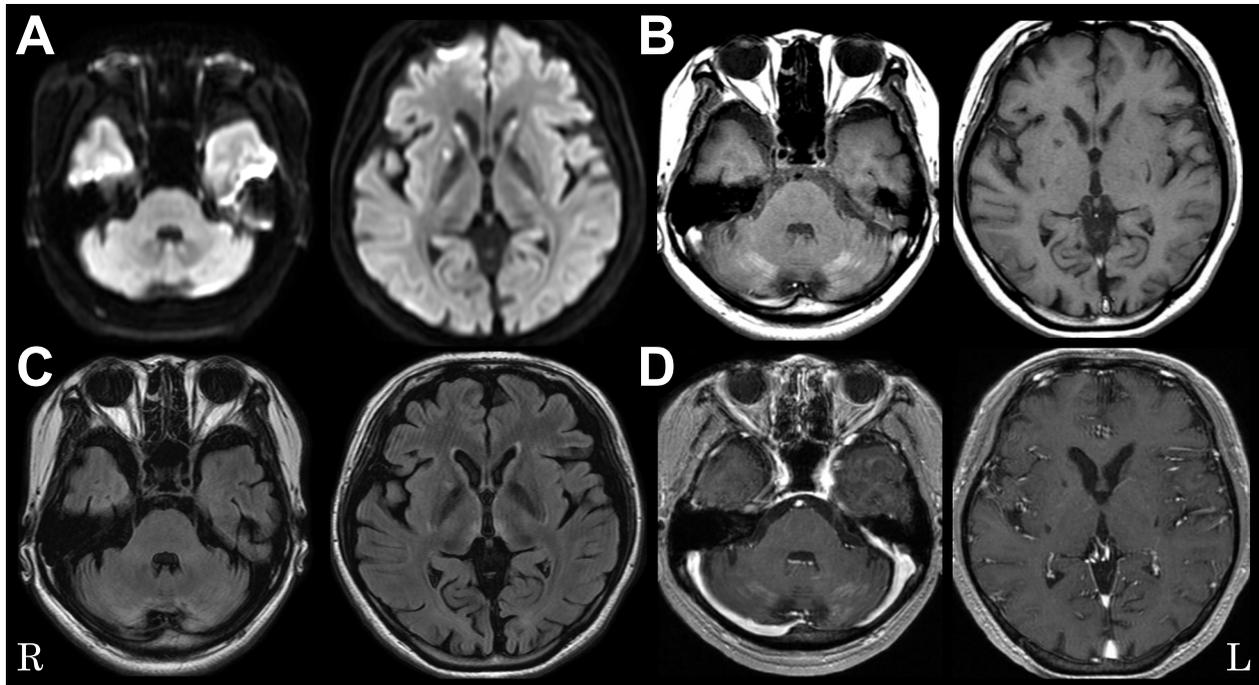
MRI findings of the brain.
